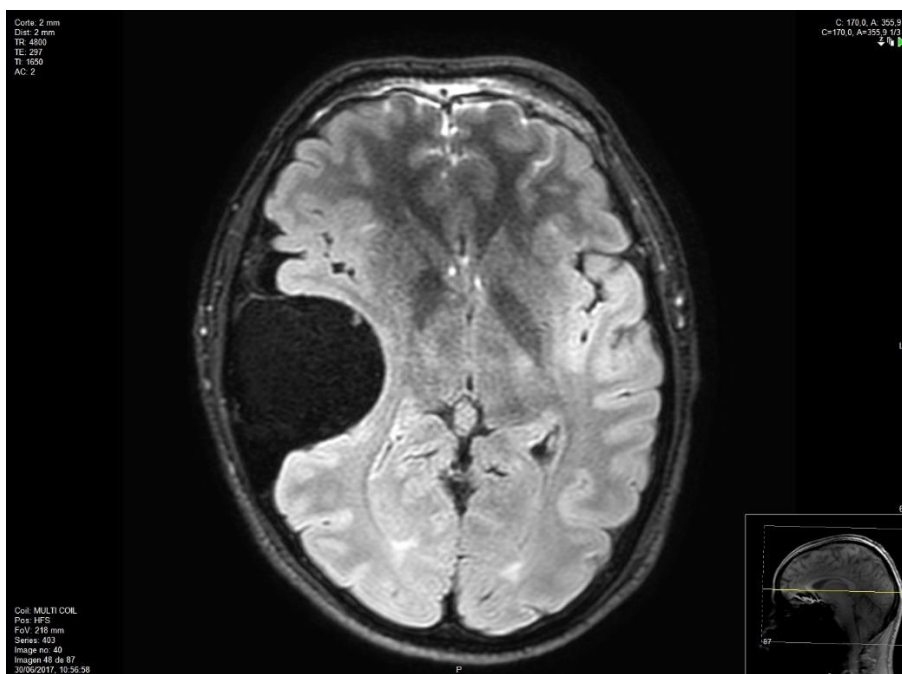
Resonancia magnética FLAIR (Hipointensa).
